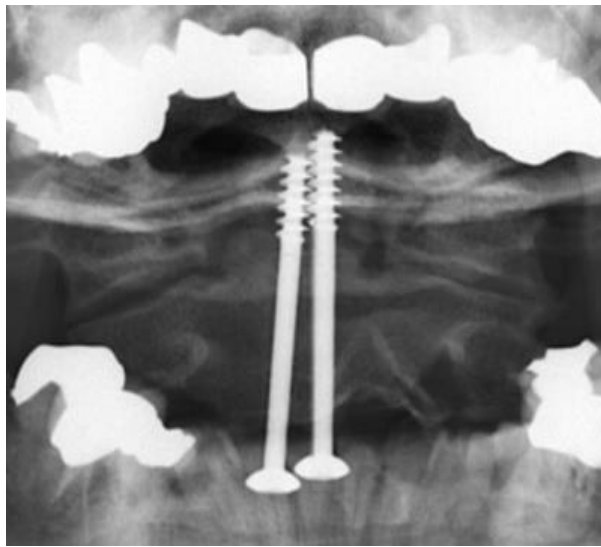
Postoperatives, ap-Röntgenbild aus der Nachuntersuchung des zum Operationszeitpunktes 35-jährigen Patienten
